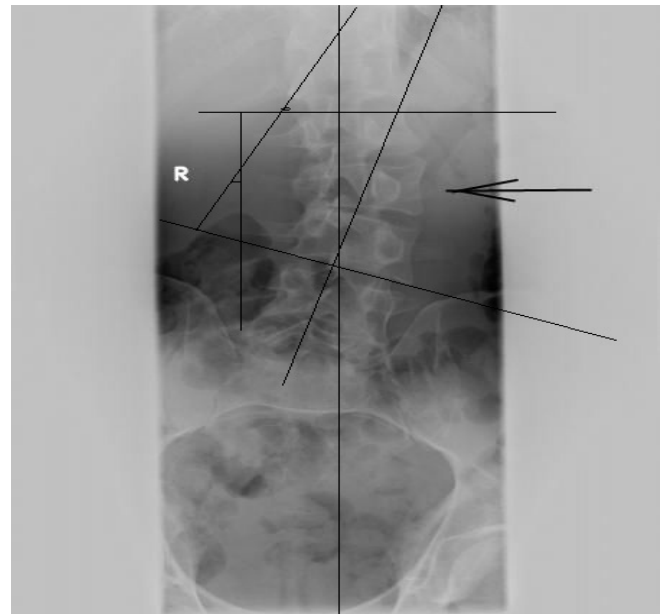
Визначення кута деформації на прямій рентгенограмі.
